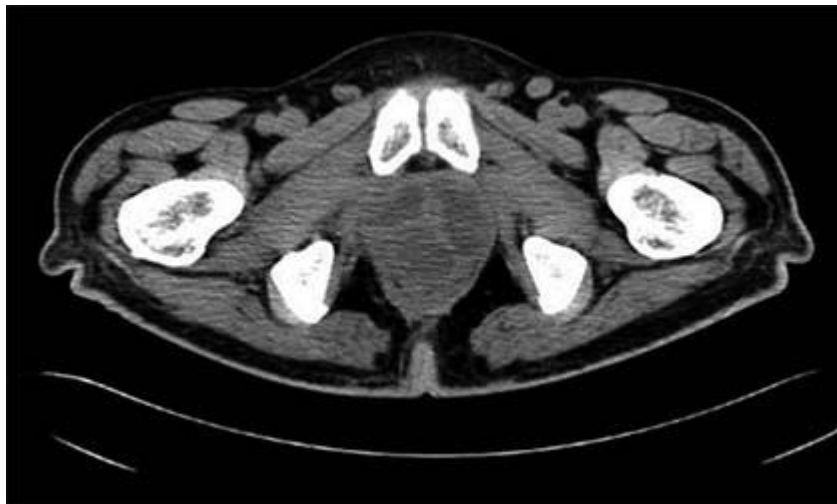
Vista axial de la tomografía abdominopélvica, que muestra los abscesos prostáticos.
